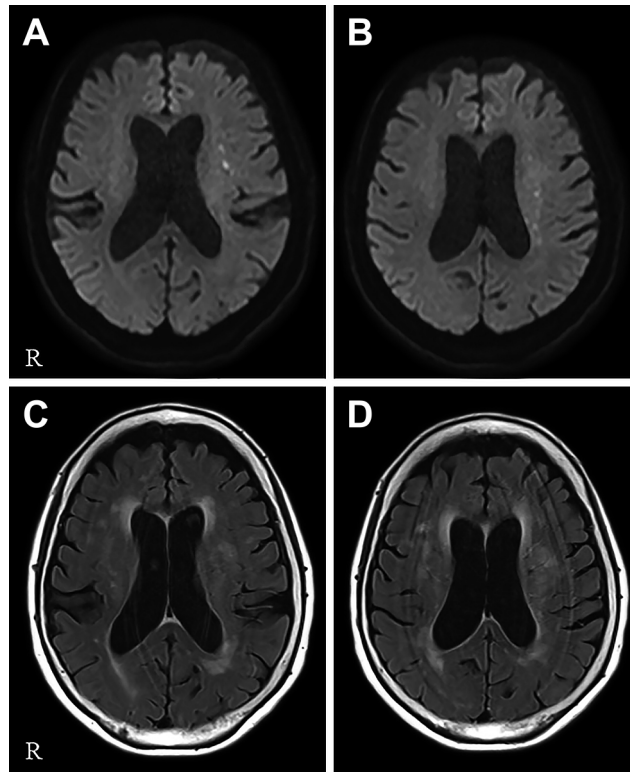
Head MRI findings on hospital arrival.
